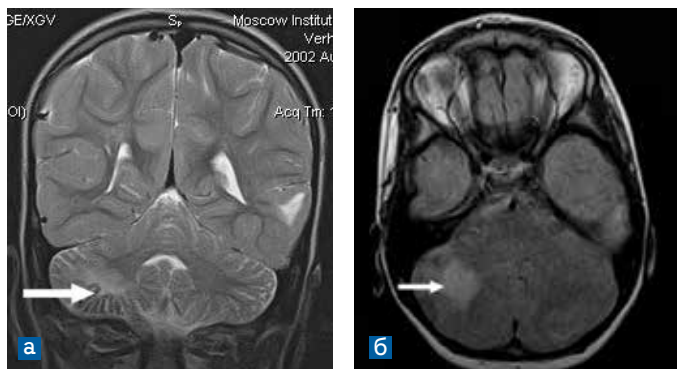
МРТ, аксиальные срезы. *а)* T2 взвешенное изображение; фронтальный срез; *б)* Flair изображение, аксиальный срез. Тубер в мозжечке (стрелки).
